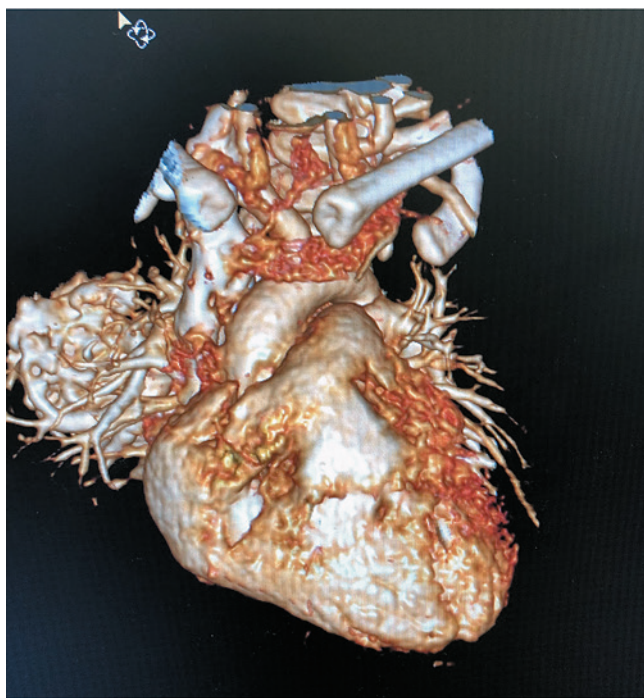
МСКТ-ангиография органов грудной клетки: массивная артериовенозная мальформация, сформированная извитыми ветвями нижнедолевой правой легочной артерии и правой нижней легочной вены
